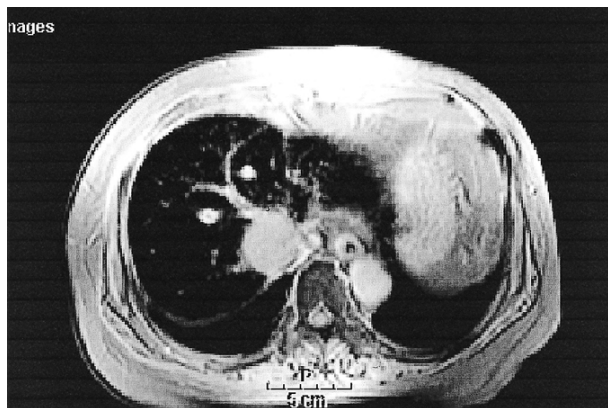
Gadolinium-enhanced MR image shows 3 cm sized nodular solid mass on S8 medial aspect of the liver.
